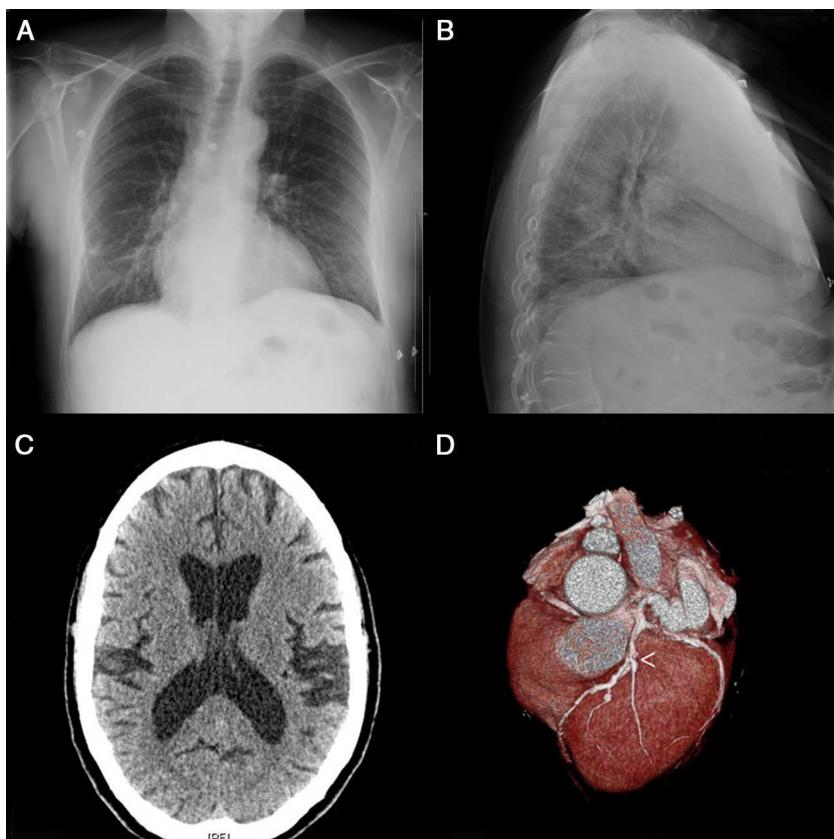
La radiografía de tórax en posteroanterior (A) y lateral (B) evidencia infiltrado a nivel basal del pulmón derecho. La tomografía computarizada (TC) cerebral (C) muestra prominencia de los surcos y cisuras cerebrales con dilatación del sistema ventricular. La angio-TC de arterias coronarias (D) muestra enfermedad significativa a nivel de la descendente anterior (punta de flecha) y de la circunfleja.
